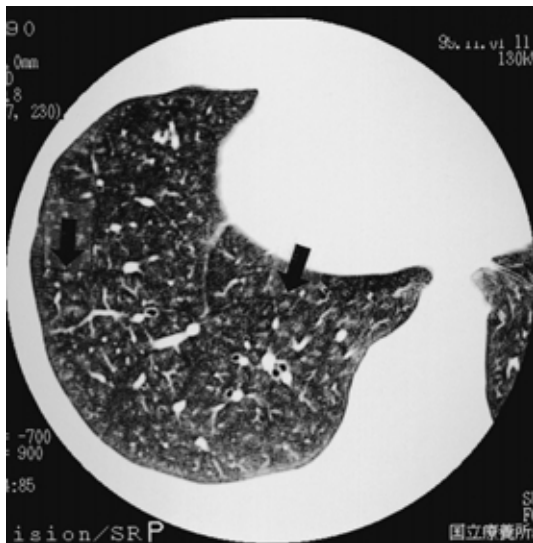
HRCT findings in Case 2: HRCT showing ground-glass opacities and multiple ill-defined centrilobular nodules. The centrilobular nodules are superimposed on the ground-glass opacities (arrows)
